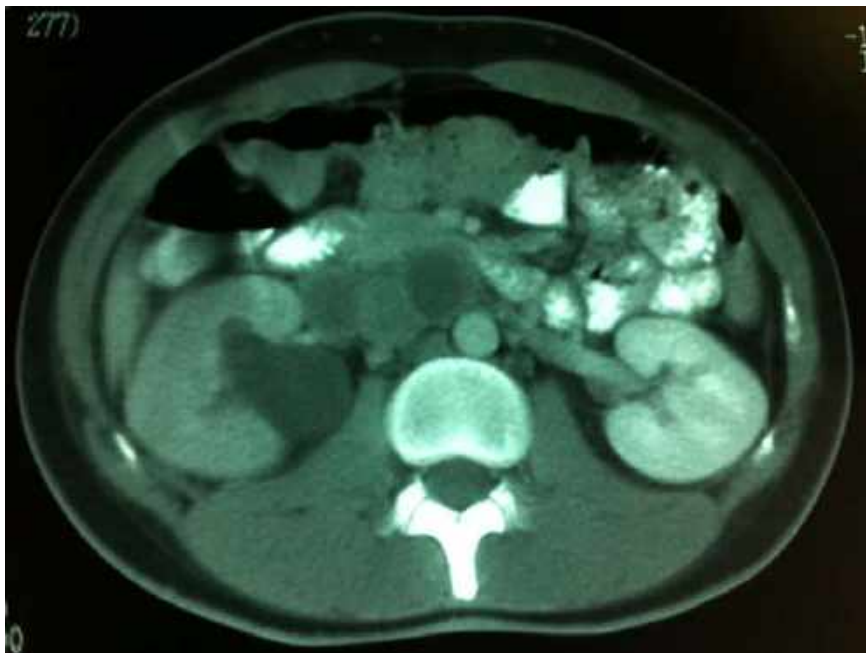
Corte axial de la tomografía computarizada en el que se aprecia bloque adenopático retroperitoneal englobando a la vena cava. Uropatía obstructiva derecha.
